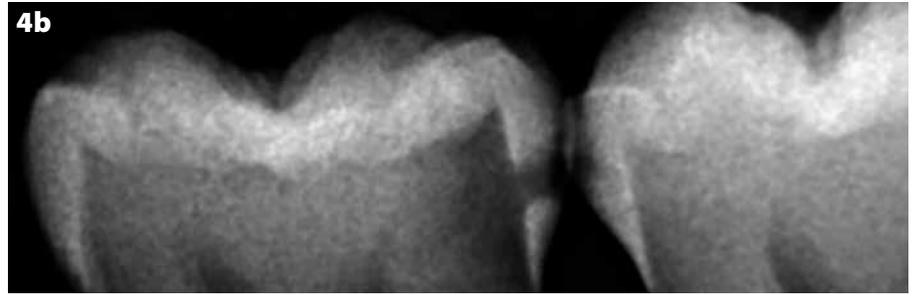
(a) Première molaire inférieure avec lésion carieuse sur la face mésiale qui a nécessité une préparation cavitaire. L'émail de la face distale de la seconde prémolaire adjacente présente une carie initiale non cavitaire. (b) Cliché radiographique montrant une jonction amélo-dentinaire saine. Cas traité par le Dr Khaled Adel.
